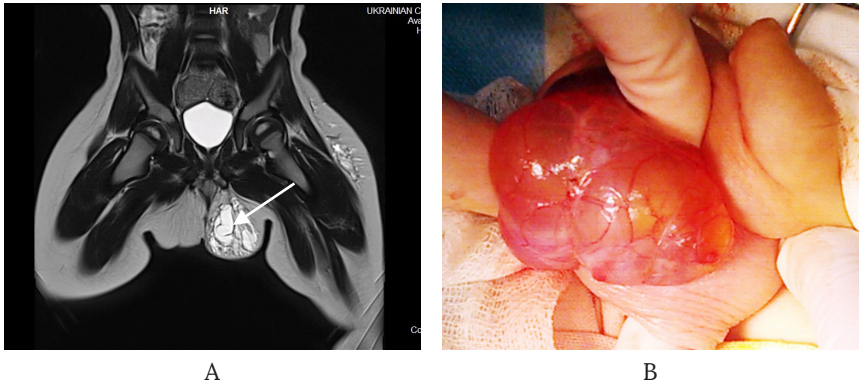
Хлопчик Д., 2 роки. Кістозна ЛМ в ділянці малого таза, лівого стегна і калитки: А – МРТ в режимі Т2, коронарна проекція, кістозне утворення неоднорідної структури з численними перетинками; В – інтраопераційне фото, після скрототомії видалено кістозну ЛМ, кісти виповнені прозорою рідиною.
